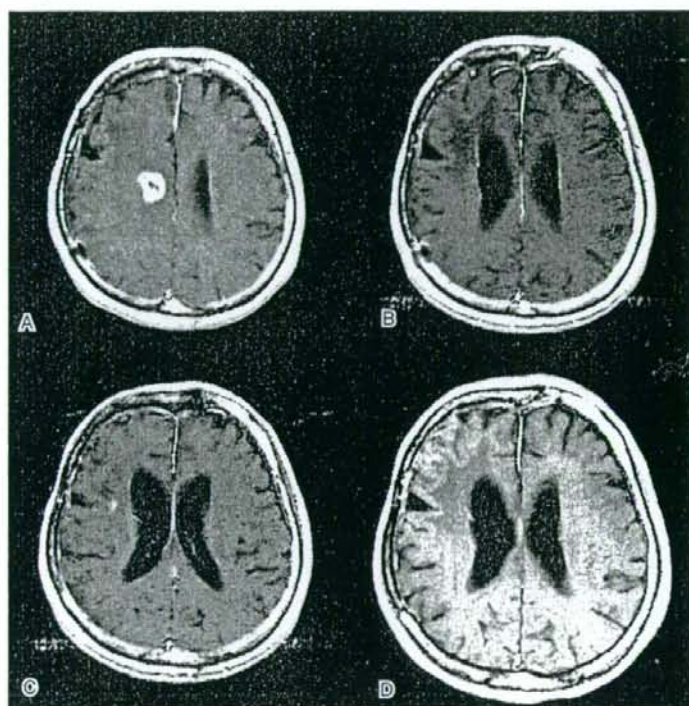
52F, AO grade III. A: MRI at recurrence. B: A tumor disappeared after 24 cycles of TMZ was given to a patient. C: A new lesion appeared within T2-high intensity area 6 months after she stopped TMZ. D: CR was obtained after 6 cycles of TMZ.
